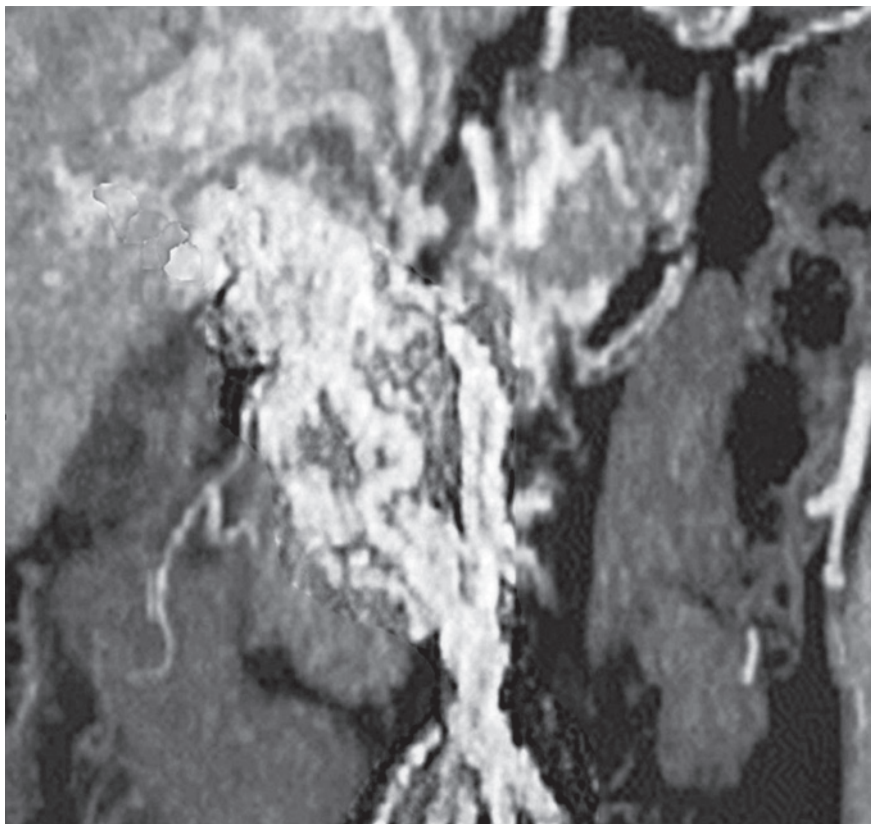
Компьютерная томографическая ангиограмма портальной системы. Каверноматозная трансформация вокруг затромбированной воротной вены и портосистемные коллатерали (по Д.В. Бойко, 2007) [17]
